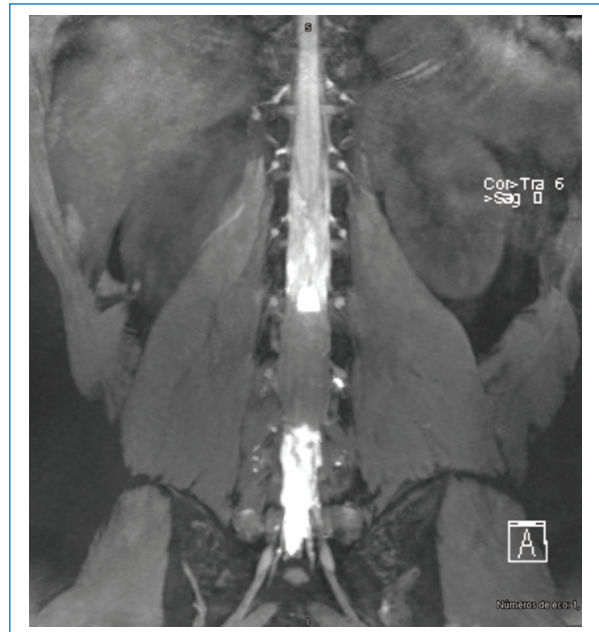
En el corte coronal de resonancia magnética se aprecia una lesión intramedular hiperintensa en T2, que se extiende de L2 a L4.
